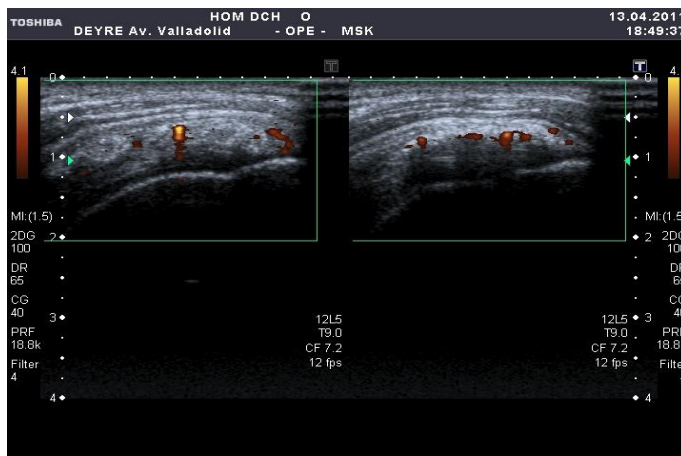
Tendinopatía calcificada del SE en fase de reagudización y con hipervascularización en ecografía doppler-color.
